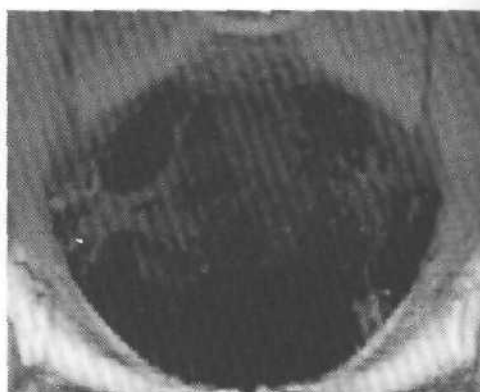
Трехмерная реконструкция спиральной КТ в костном режиме. Видны разрушения костной структуры крестца гигантоклеточной опухолью (остеобластокластомой).
